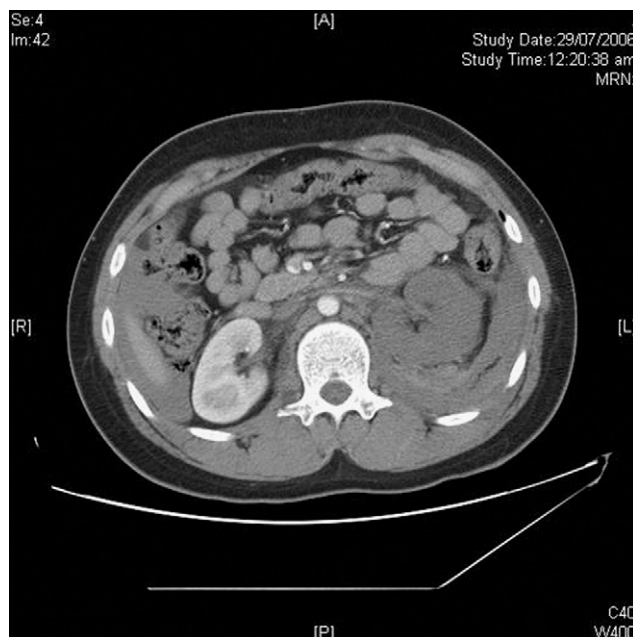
TAC contrastado mostrando falta de impregnación de medio de contraste en el riñón izquierdo.
